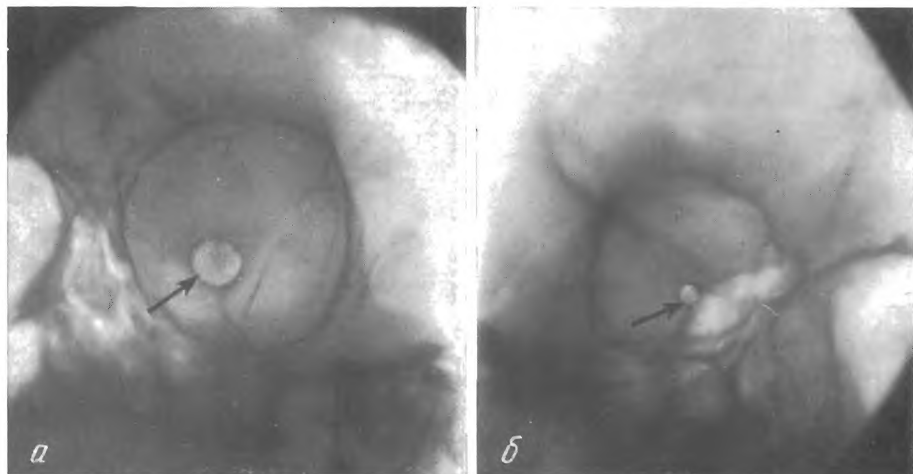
На рентгенограмме того же большого канала зрительного нерва справа (а) резко увеличен, слева (б) нормальных размеров.
